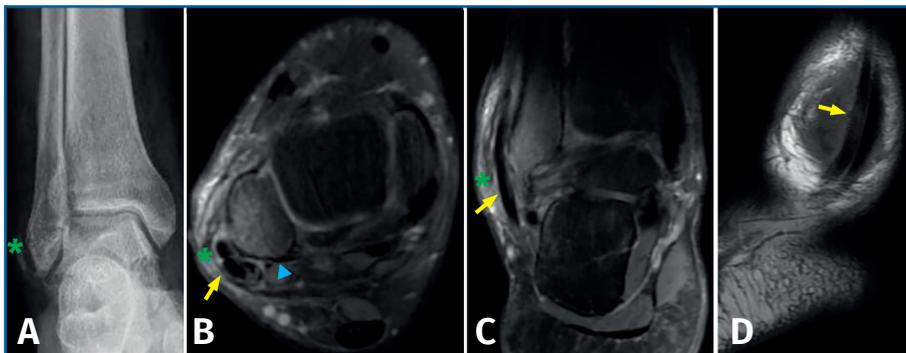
Radiografía inicial de urgencias, proyección anteroposterior (A) donde se observa la avulsión de la cortical externa del maléolo peroneo (estrella), lo que se conoce como fleck sign o signo de la mancha, que indica lesión del retináculo peroneo superior. Resonancia magnética, corte axial (B), corte coronal (C) y corte sagital más lateral (D), en los que observamos la presencia de un canal retromaleolar convexo (triángulo) y los tendones peroneos luxados (flecha).
